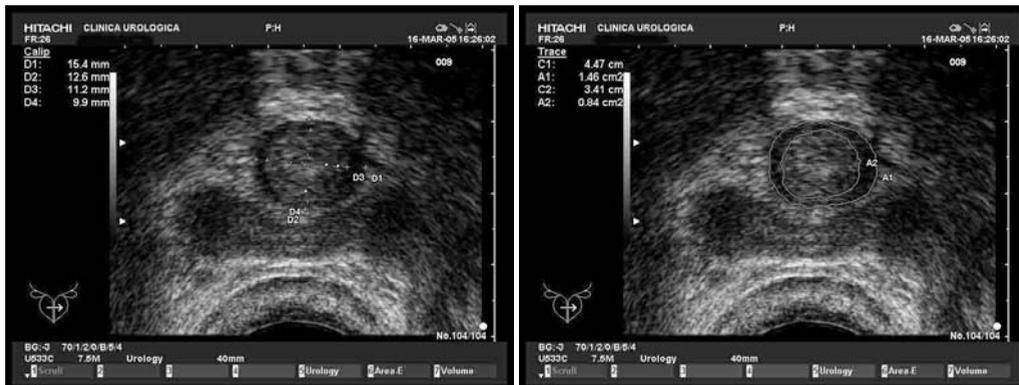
Misurazione ecografia dello sfintere liscio e totale
